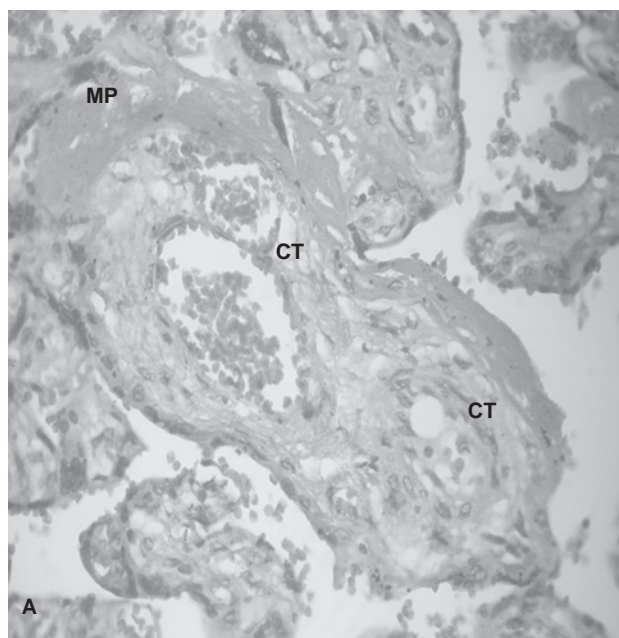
Cortes histopatológicos de la placenta de una paciente con preeclampsia teñidos con hematoxilina-eosina. A) material proteináceo (MP) y un vaso aumentado de longitud, con dos cortes transversales (CT; 40x). B) vaso dilatado (VD) con estrangulamiento (E) y proceso macrofágico (PM; 100x).
